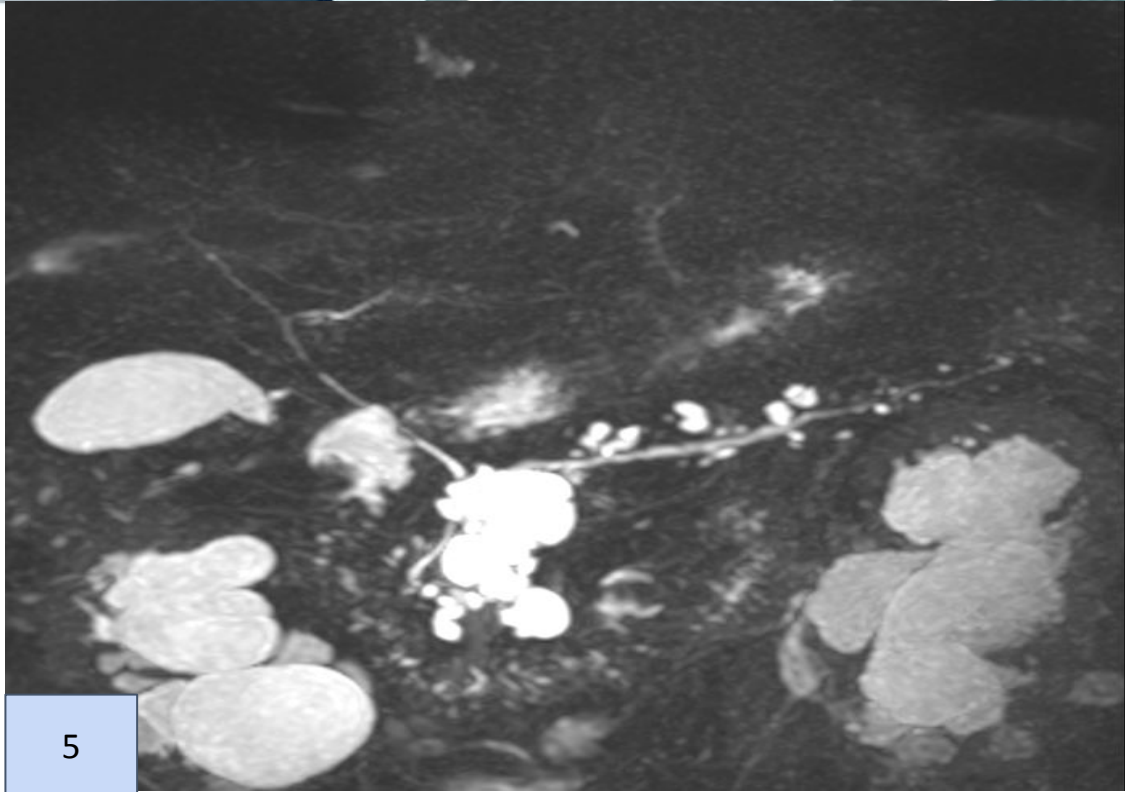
Colangio- RM muestra imágenes quísticas dispersas en el páncreas con clara comunicación con el conducto de Wirsung. NMPI tipo ramas secundarias
